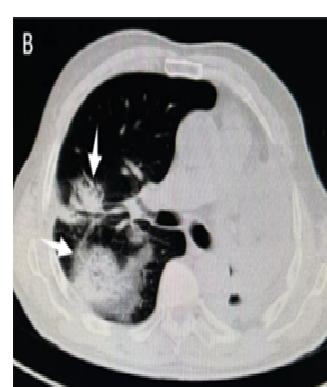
左肺术后1年, 对侧出现转移灶, CT同样类似于炎性灶
